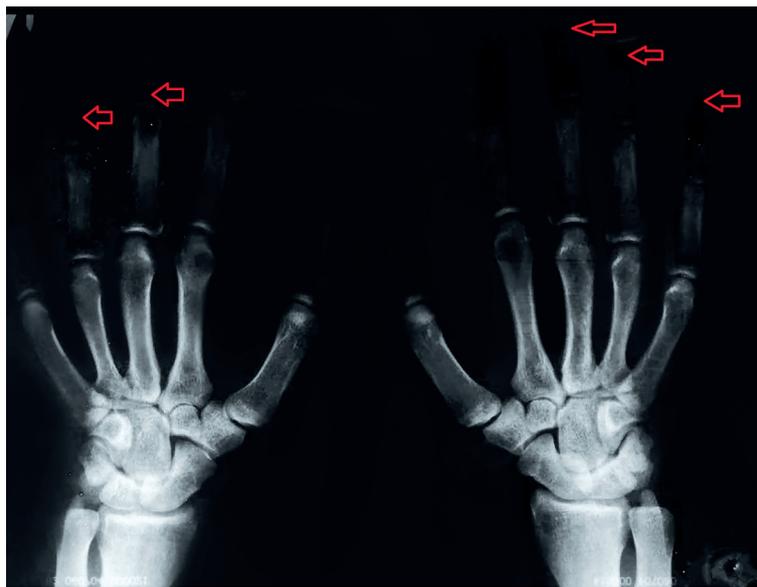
Рентгенограмма кистей в прямой проекции. Рентгенологические признаки диффузного остеопороза средних и дистальных фаланг III–V пальцев обеих кистей
